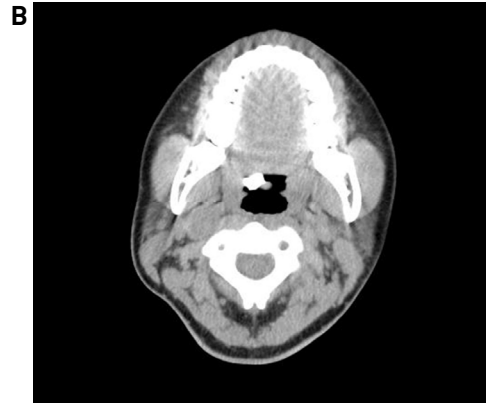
Preoperative intraoral finding of case 2. The lesion was about 1.5x1.0 cm sized round mass on the base of the tongue (A). Preoperative neck CT findings of case 2. Round shaped, well defined exophytic bony lesion on the right base of the tongue, Axial view (B). Coronal view (C).
